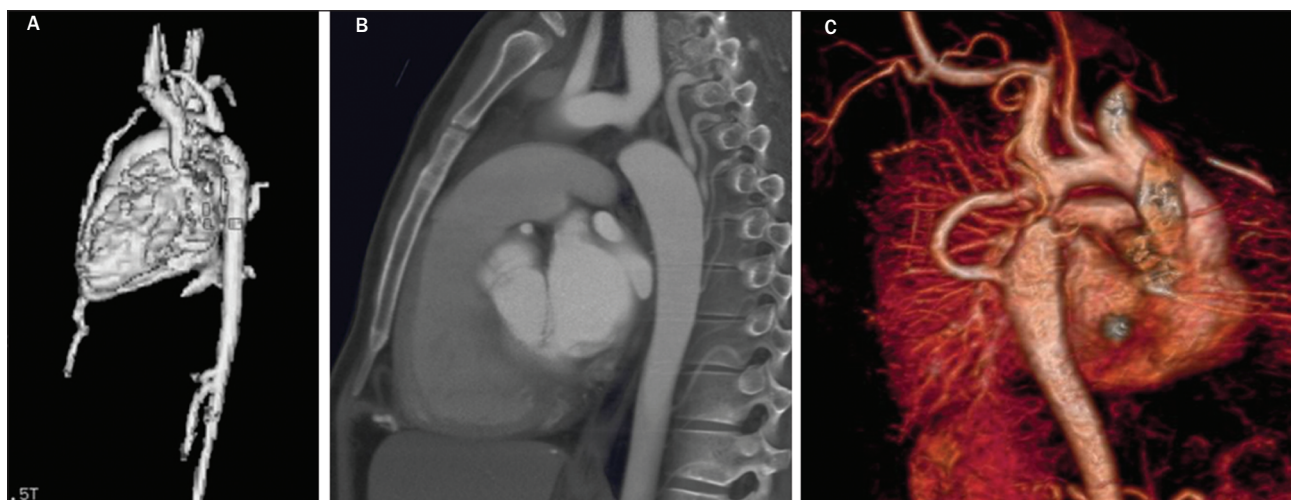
A ressonância magnética (A) e a tomografia computadorizada (B) são métodos eficazes para estudar a aorta e identificar defeitos como a coarctação. Além do defeito principal, as imagens também revelam a existência de circulação colateral. Em C, exibe-se um caso de coarctação da aorta acompanhada de circulação colateral pouco habitual e pequeno canal arterial em uma reconstrução tridimensional de ressonância magnética.
